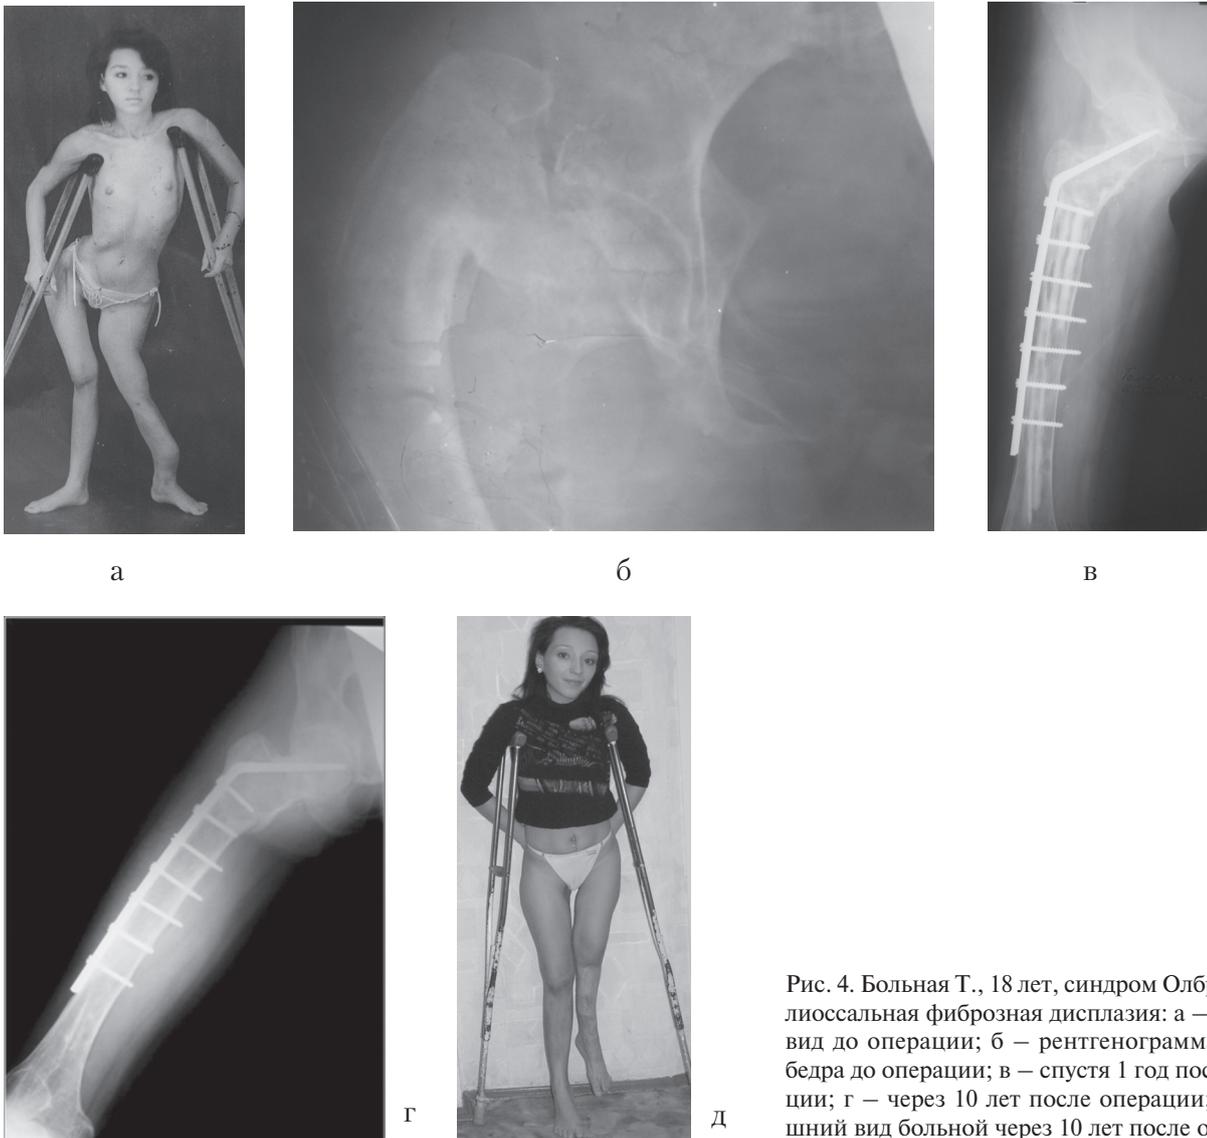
Больная Г., 18 лет, синдром Олбрайта, полиоссальная фиброзная дисплазия: а – внешний вид до операции; б – рентгенограмма правого бедра до операции; в – спустя 1 год после операции; г – через 10 лет после операции; д – внешний вид больной через 10 лет после операции.
